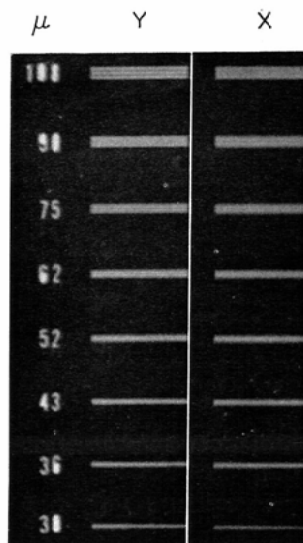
Spurious Resolution Found in the General Radiography of the Chest.
